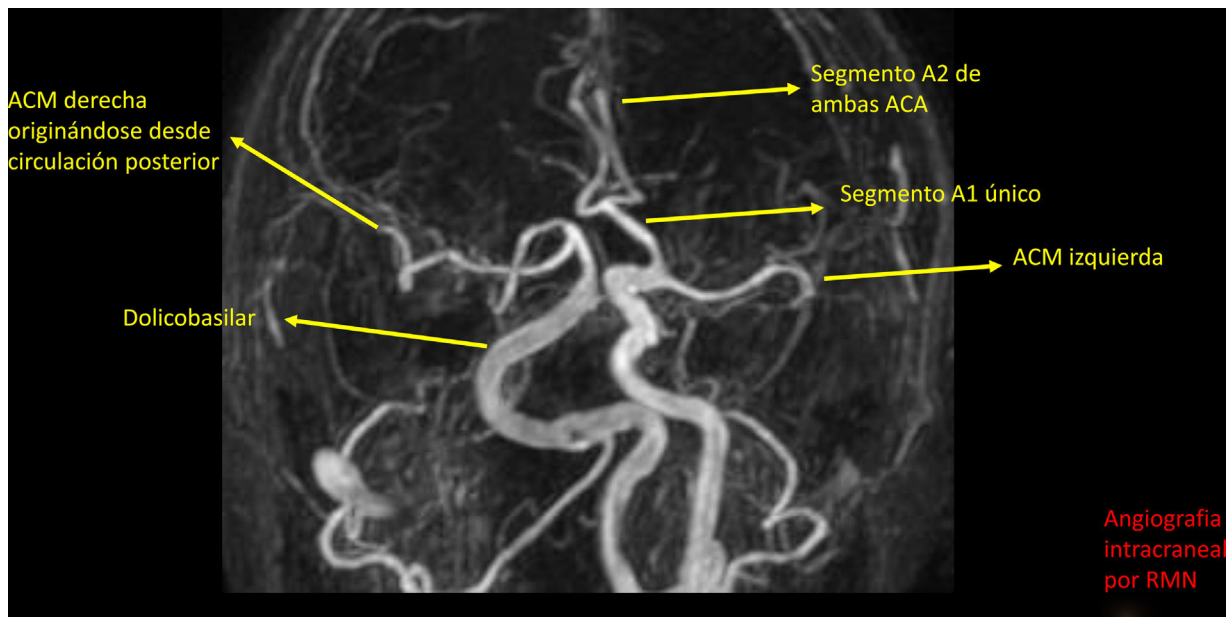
Angiografía intracraneal por RMN.
